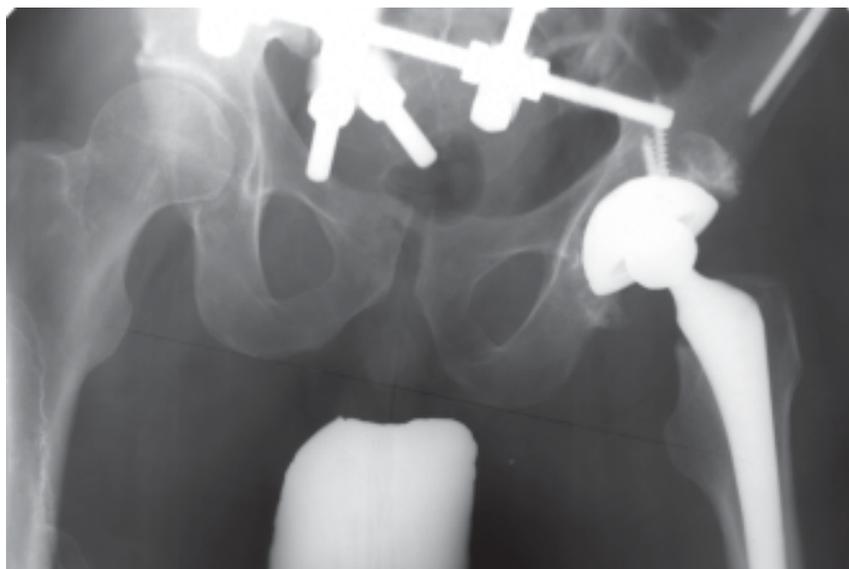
Рентгенограммы костей таза во время фиксации в АВФ.
